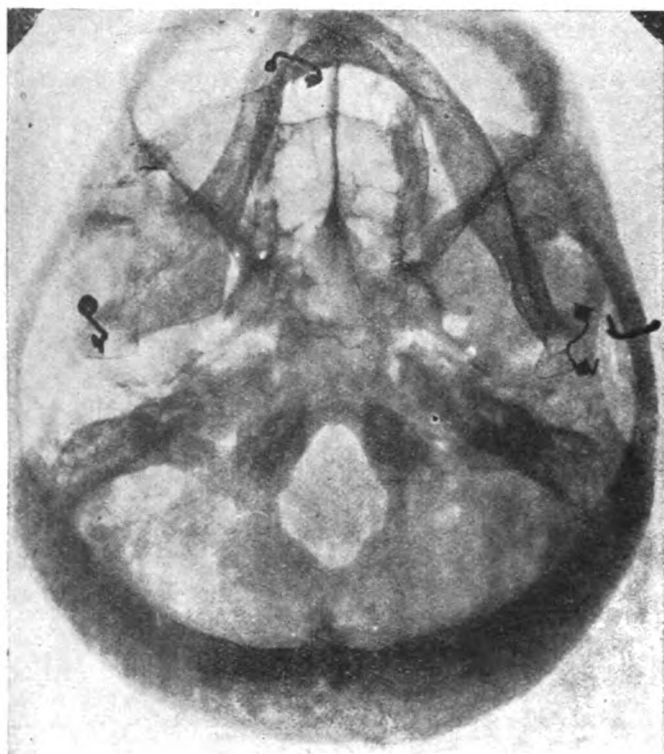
Axiale Röntgen-Aufnahme des Schädels von Ostitis fibrosa. (Tabelle III, Nr. 23.)
